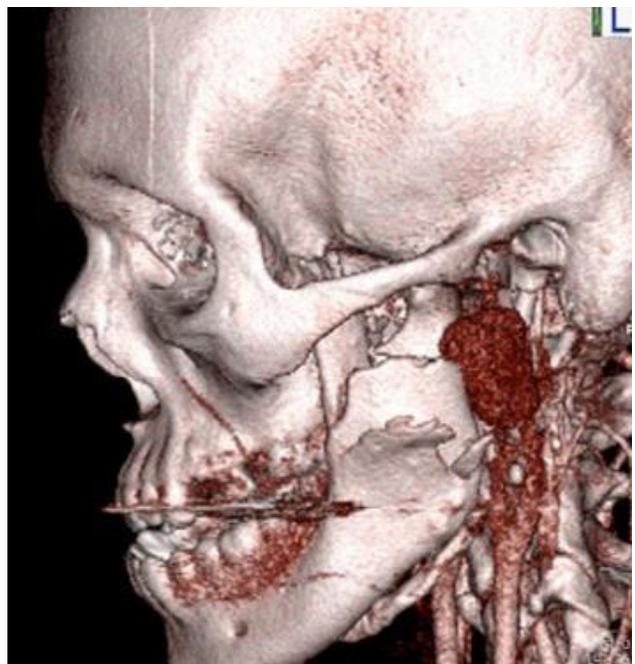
Angiotomografia evidenciando pseudoaneurisma em artéria carótida externa.
